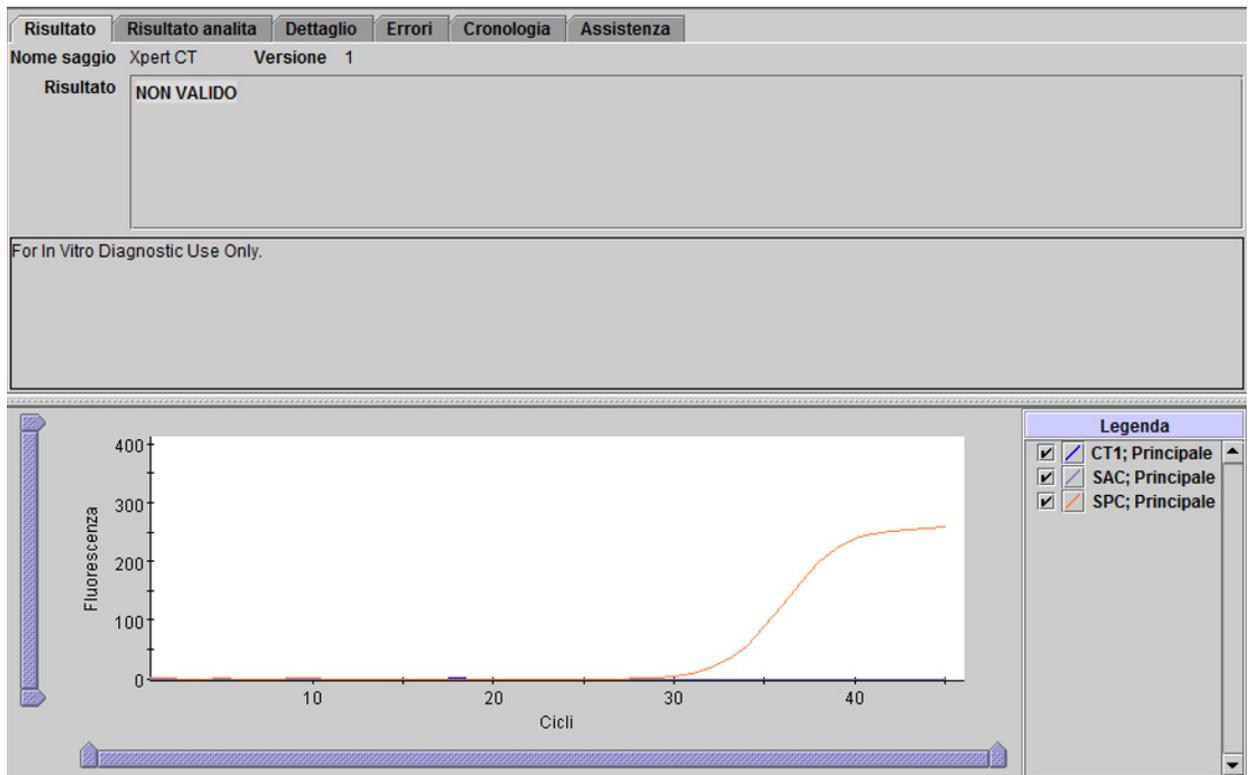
Xpert CT - Risultato non valido
